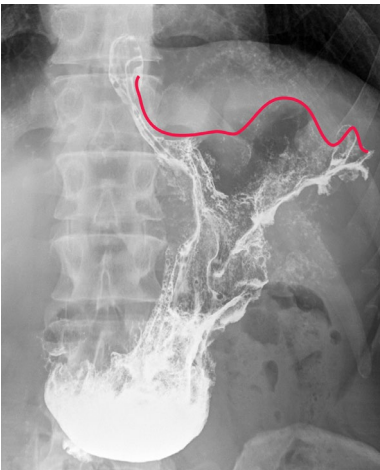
Рентгенография желудка. Газовый пузырь желудка в норме повторяет форму диафрагмы [оригинальный рисунок].
